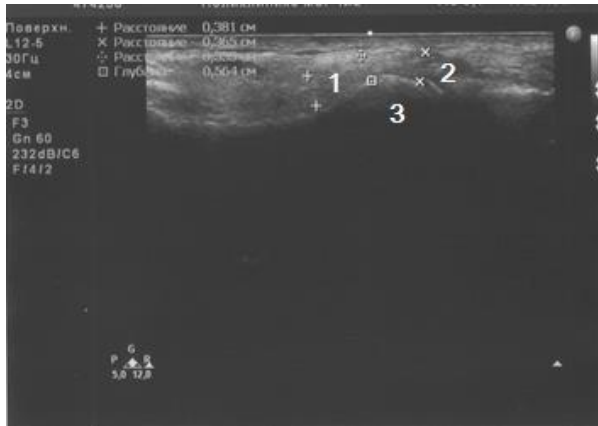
Изображение правого ВНЧС пациента К. при УЗИ после артропункции.
